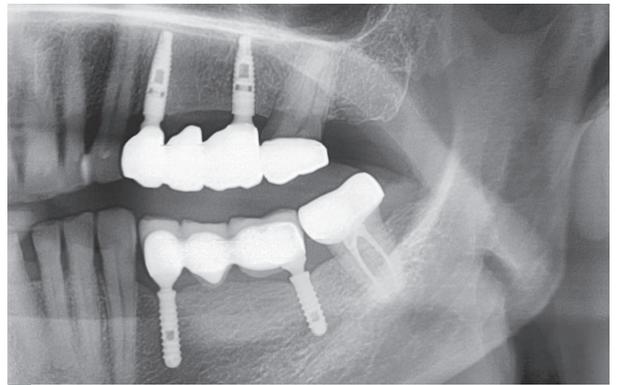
Controllo radiografico a 2 anni dal carico
